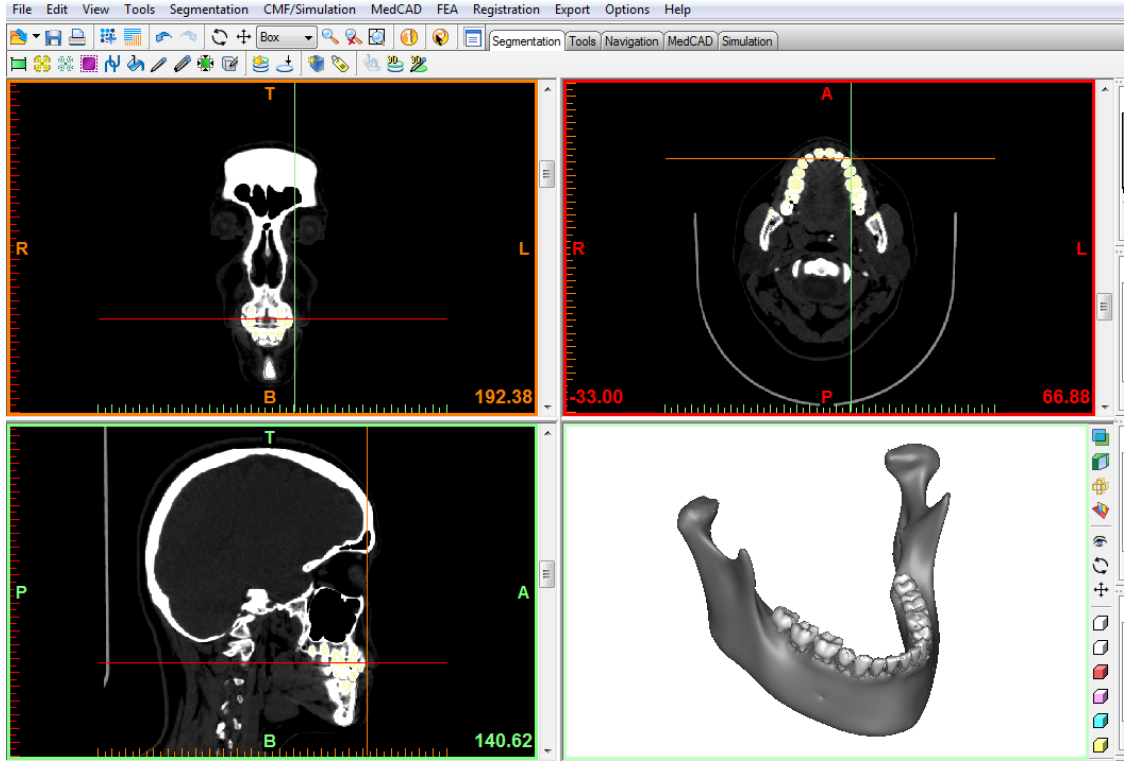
BT’de kesitlerin hazırlanması.
